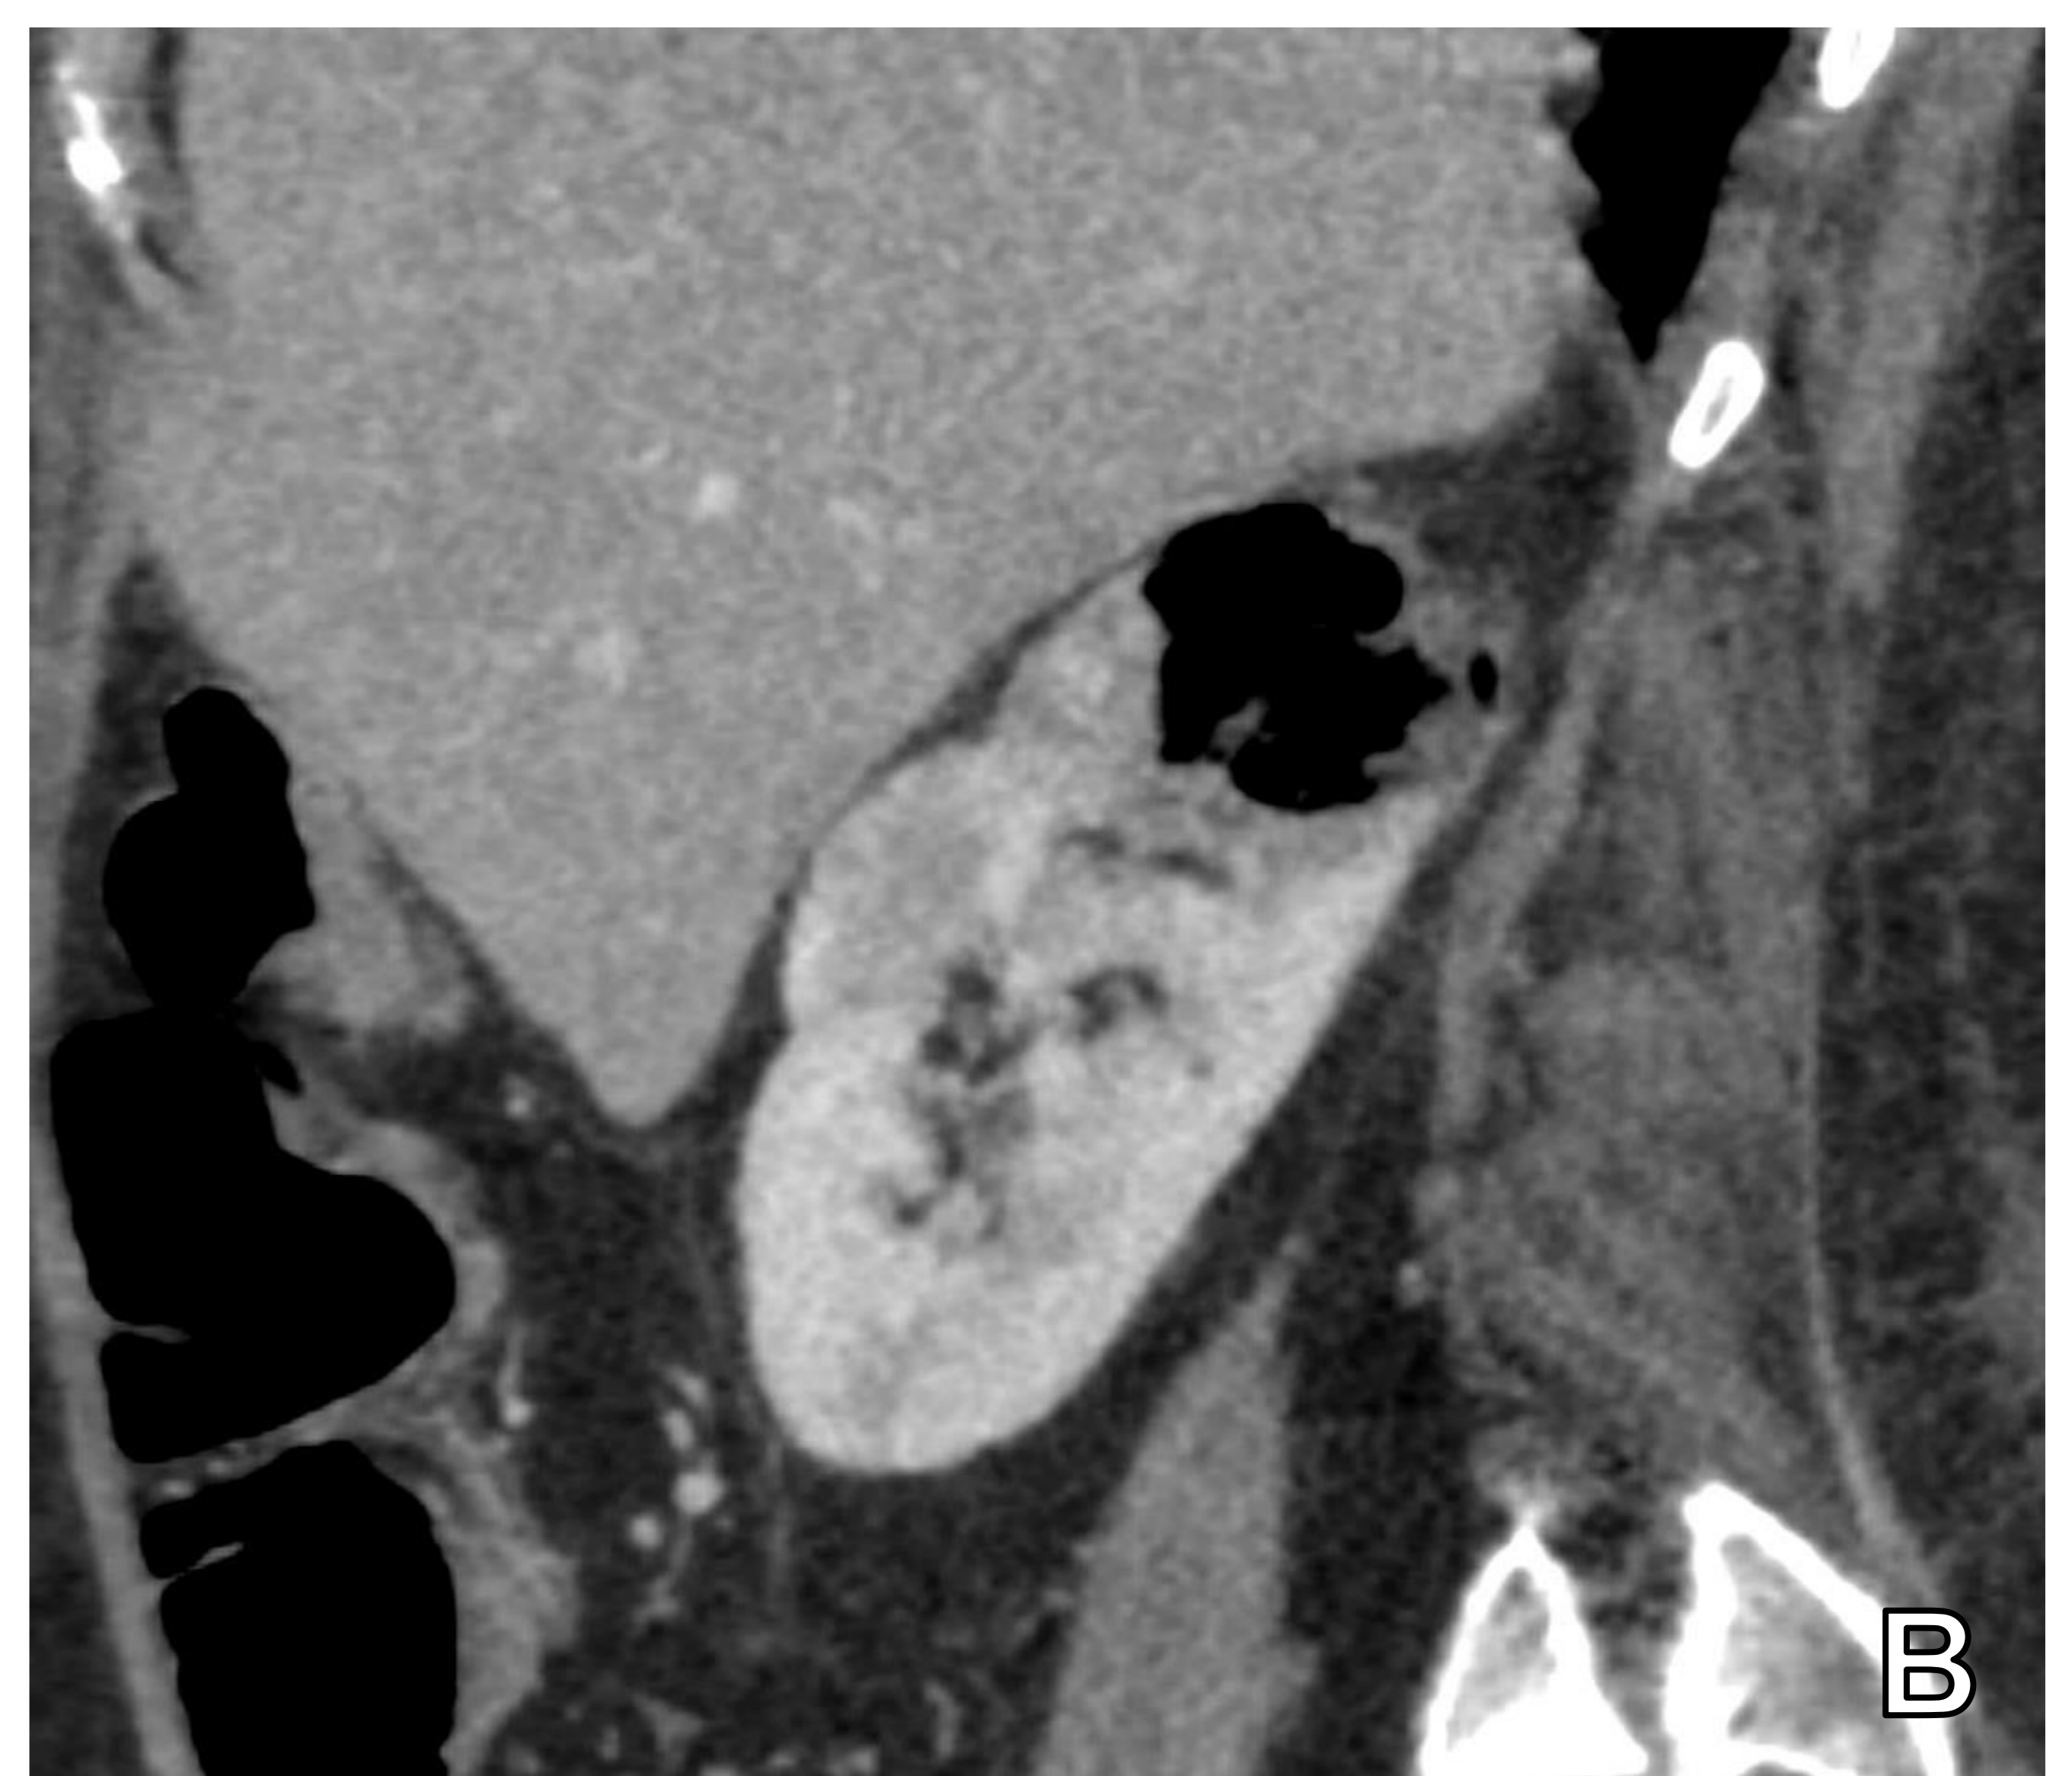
TC de pielonefritis enfisematosa. TC de abdomen tras administración de contraste y adquisición en fase venosa, axial (A) y reconstrucción sagital (B). El riñón derecho presenta áreas focales intraparenquimatosas hipodensas sugestivas de áreas de nefritis, las del polo superior presentan gas en su interior.
